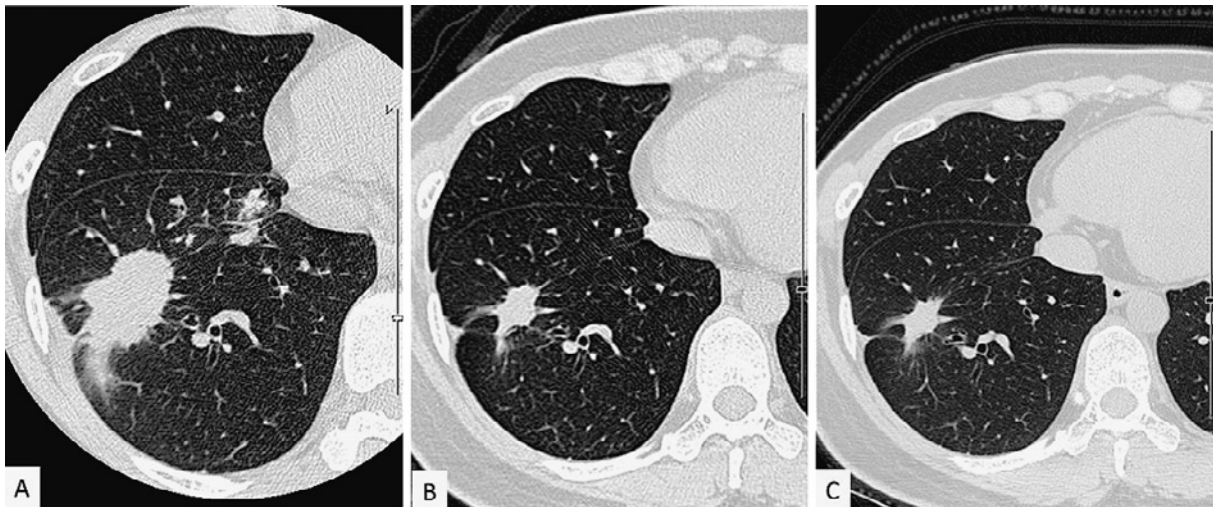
Chest computed tomography (A) showed a mass lesion in the right lower lobe before treatment with crizotinib. (B) The mass decreased in size after treatment with crizotinib (November 2014). (C) The mass was assessed as showing “stable disease” after 6 weeks of alectinib treatment.
